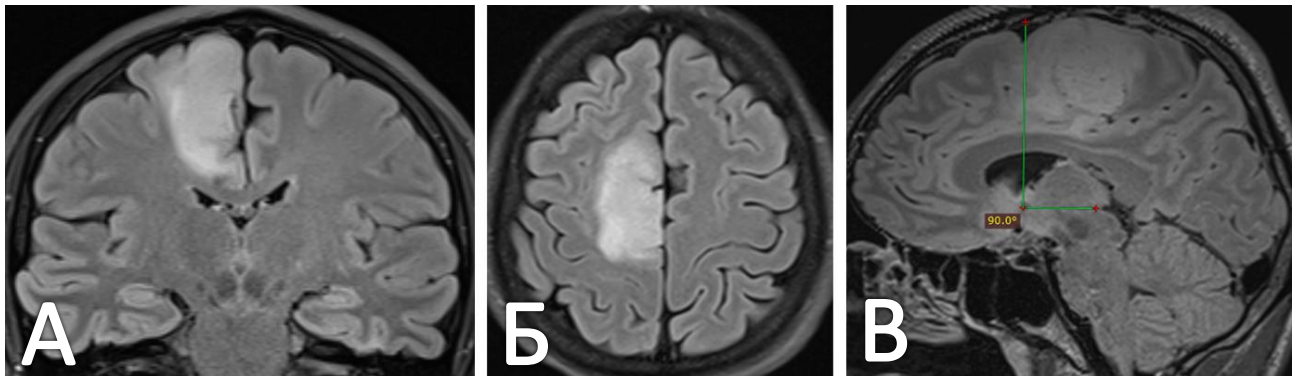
Предоперационная МРТ головного мозга пациента Л. А. Коронарный срез МРТ в последовательности T2-ВИ FLAIR. Б. Аксиальный срез МРТ в последовательности T2-ВИ FLAIR. В. Сагиттальный срез МРТ в последовательности T2-ВИ FLAIR. Зелеными линиями обозначен прямой угол между линией, соединяющей переднюю и заднюю комиссуры, и перпендикулярной ей прямой, являющейся границей между субрегионами ДМО. Видно, что опухоль расположена в пределах собственно ДМО
